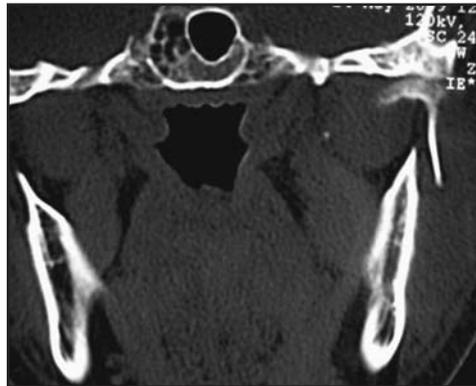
TC prequirúrgica.
